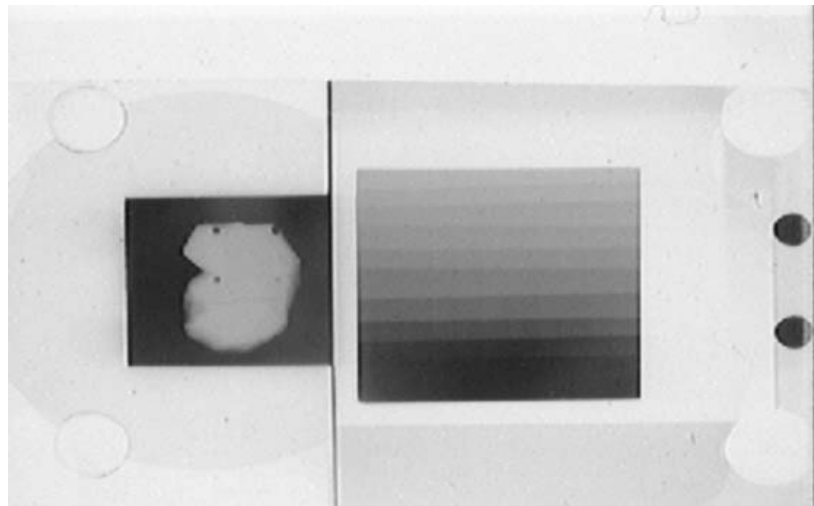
Die Graustufen des mikroradiographischen Bildes 1)
